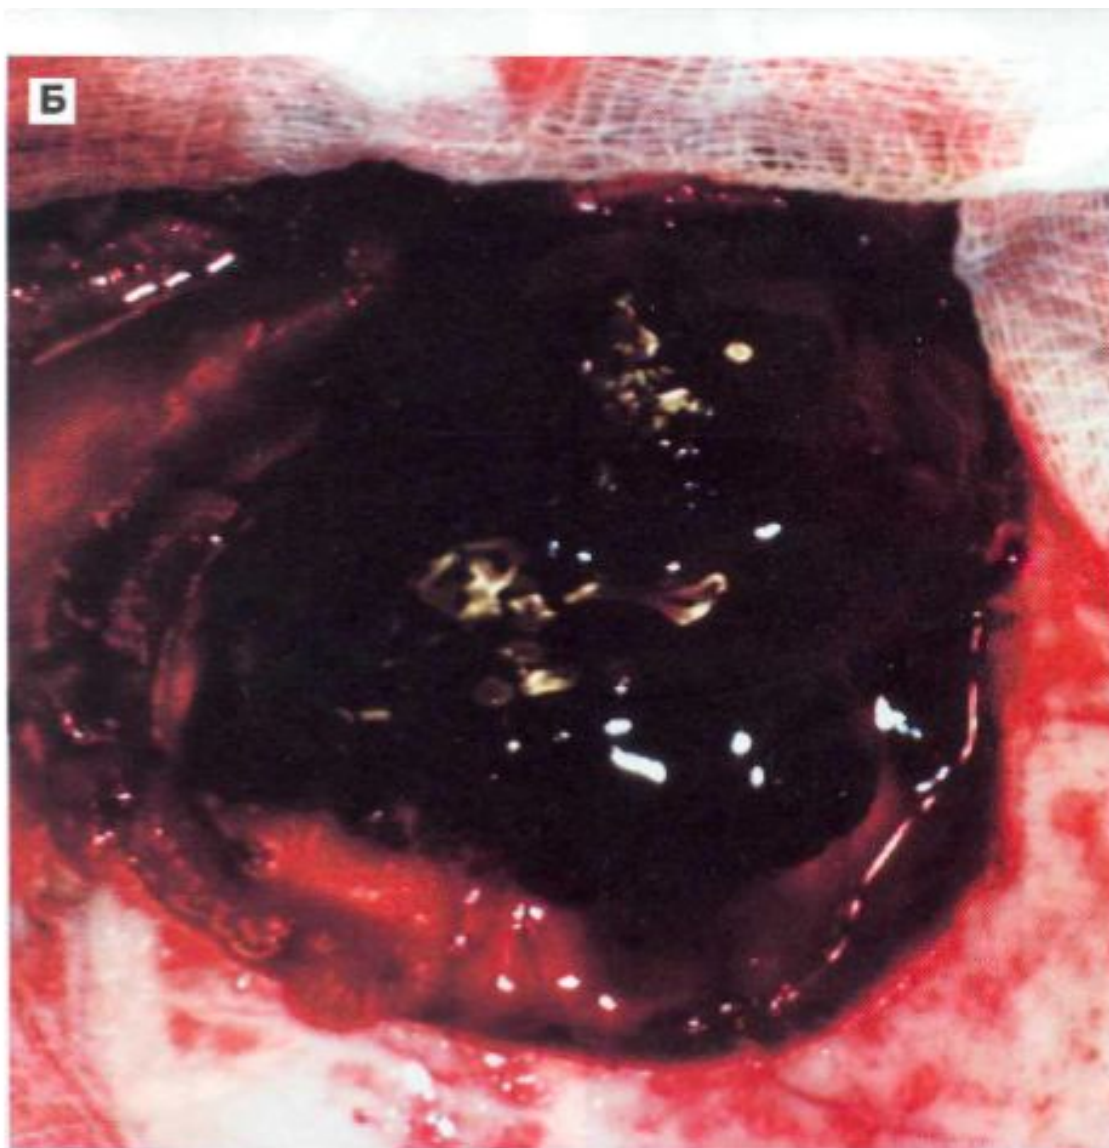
За. Острая эпидуральная гематома в правой лобной области слева у 17-летнего пострадавшего. А — КТ перед срочной операцией. Видна характерная однородная гиперденсивная «двоковыпуклая линза». Б. Общий вид гематомы перед ее удалением.
